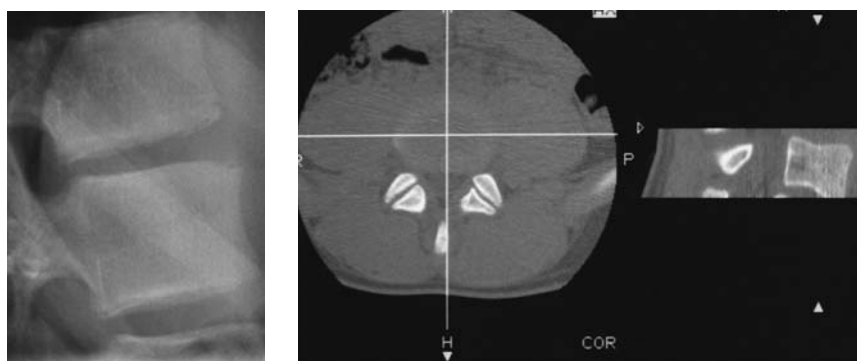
Particolare esame RX e ricostruzione TC. Tenue area di rarefazione trabecolare della regione posteriore di L5: frattura intra-spongiosa da "stress".
